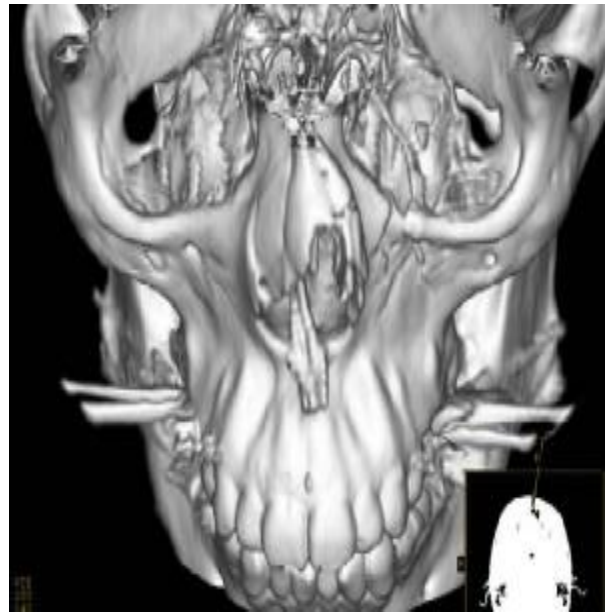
Computed tomographic 3-dimensional reconstruction showing abnormal orbital floor defects bilaterally.
